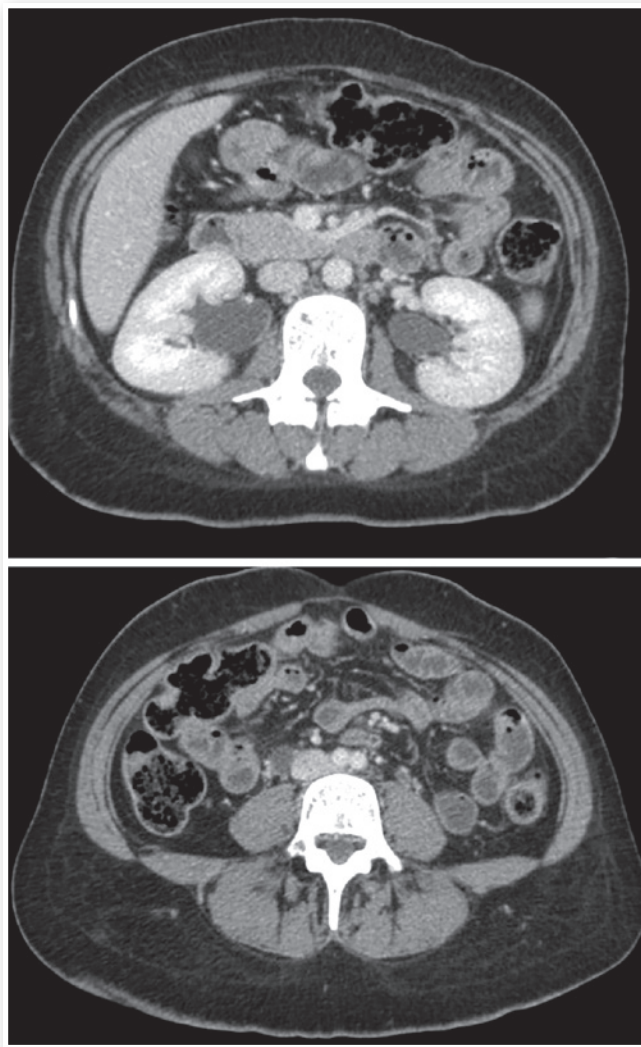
Tomografia de abdome demonstrando edema da parede do intestino delgado (jejuno e íleo) com sinal-alvo (espessamento anormal da parede do intestino e realce) e ascite.
